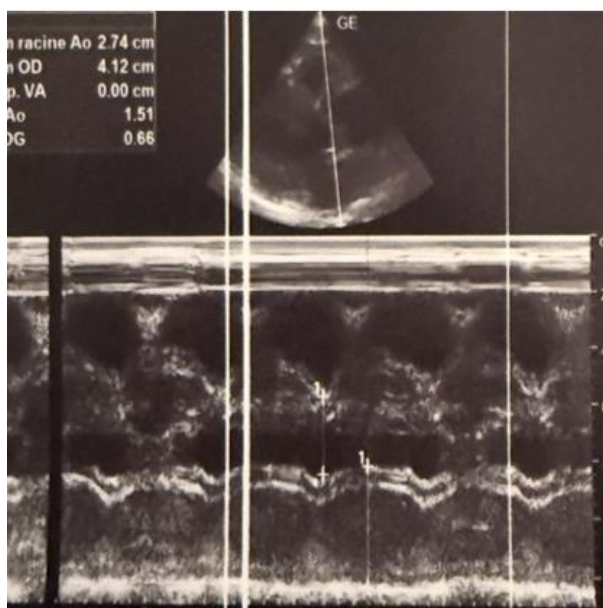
Échographie Doppler cardiaque normale
